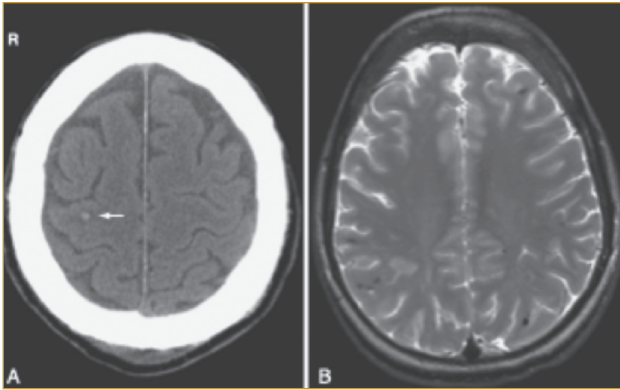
• Aksiyal kranial BT'de sağ frontotemporal bölgede kontüzyon sonrası oluşan hematoma ile uyumlu hiperintens görüntü.
